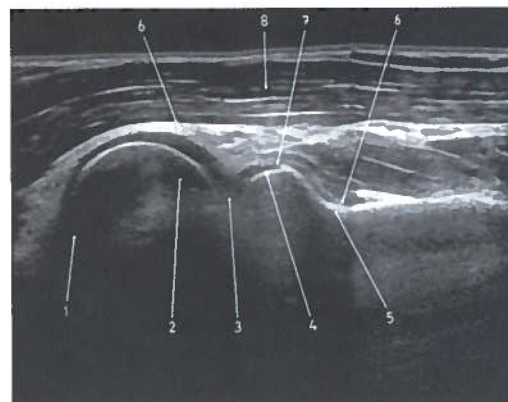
Estudo coronal do cotovelo (contorno lateral) em ecografia
